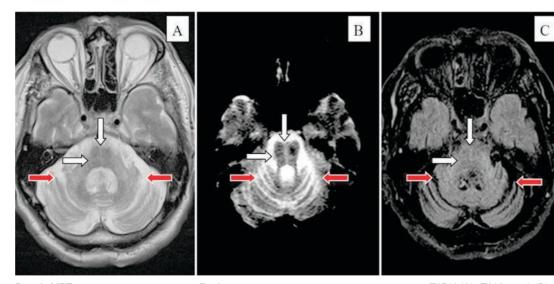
МРТ исследование пациенту Б., 67 лет, в аксиальной проекции в режимах Т2ВИ (A), Т2*(hemo) (B) и TIRM (C). Белые стрелки – патологический сигнал поперечных волокон моста и волокон, образующих область ядер шва, которые вместе образуют фигуру «креста», пересекающую мост, в виде повышенного сигнала. Красные стрелки – атрофия мозжечка с расширением субарахноидальных пространств между его листочками и расширение 4-го желудочка
